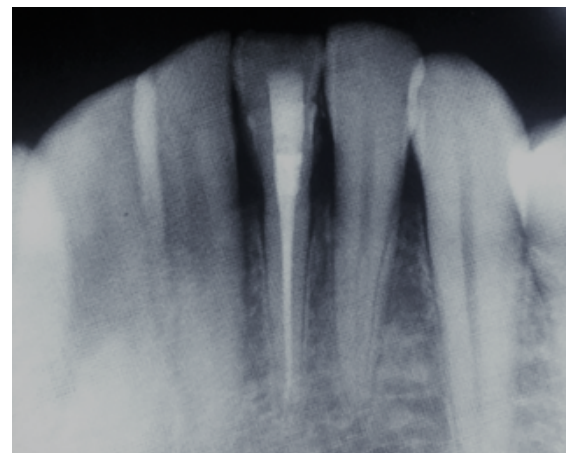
Teşhis periapikal radyografisi
